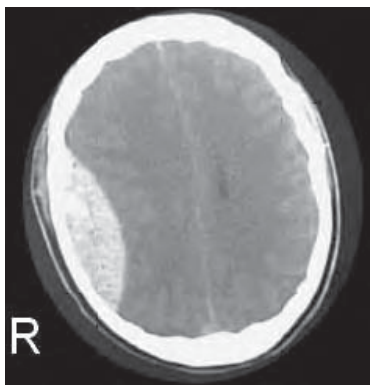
/6. TAC de cráneo. Hematoma extradural o epidural.
